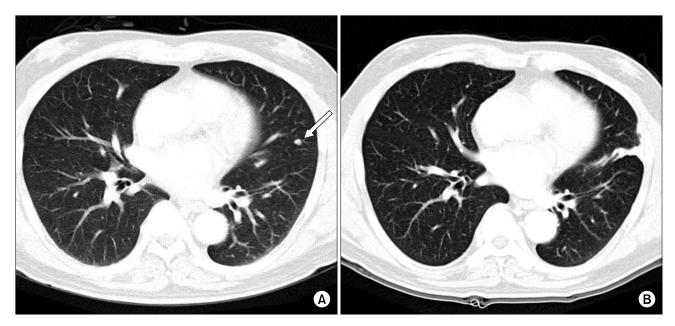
Chest computed tomography of pulmonary metastasis of HCC after liver transplantation. (A) A newly appeared small nodule, which is most likely HCC metastasis, in LUL (arrow) at 18.2 months after transplantation. (B) Postoperative scar of VATS on LUL at 24 months after pulmonary metastasectomy of HCC in the same patient.
